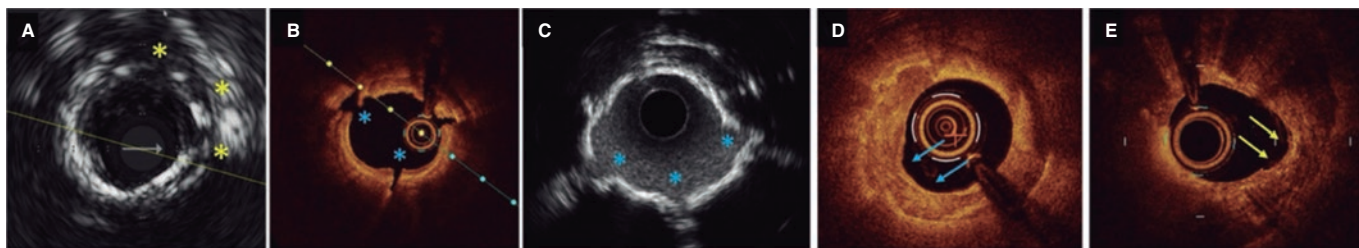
Morfologías de calcio y resultados de las diferentes técnicas de modificación en las imágenes intravasculares. A: discretas incisiones en la placa de calcio y rotura tras el uso de un balón de tallado (asterisco amarillo). B, C: roturas de calcio tras litotripsia intravascular en tomografía de coherencia óptica y ecocardiografía intravascular (IVUS) (asterisco azul). Adviértase cómo se ven las reverberaciones en los puntos de rotura (asterisco azul) en la IVUS ahora que las ondas acústicas pueden atravesar los puntos de rotura. D: resultados de modificación del calcio con aterectomía rotacional en 1 lesión infranqueable. Puede observarse una apariencia “hueca” con ensanchamiento luminal y forma de medialuna en algunas zonas (flecha azul). E: resultados de modificación del calcio tras aterectomía orbital. La forma de medialuna de la corona de la aterectomía orbital se aprecia en las flechas amarillas.
